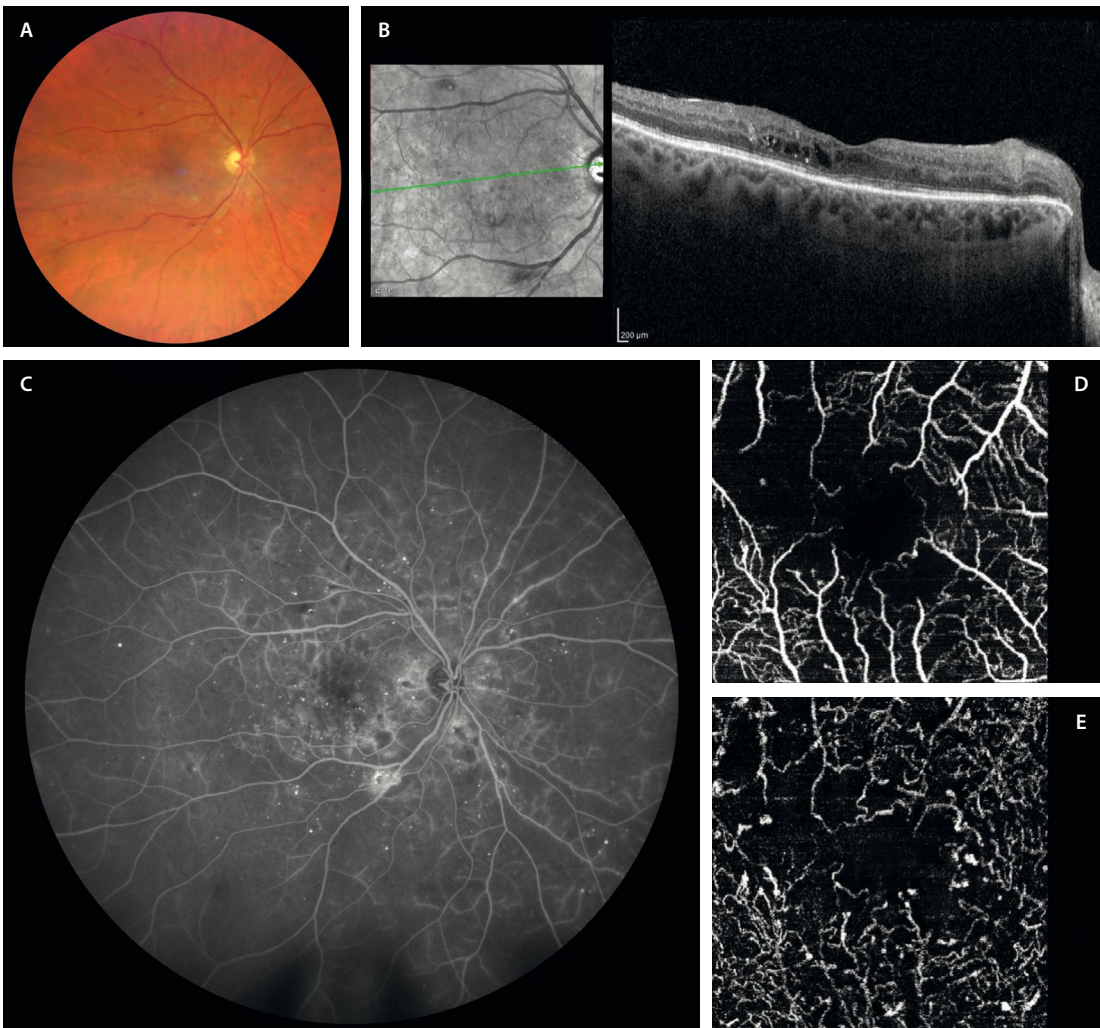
Diferencias en la evaluación de la isquemia entre la angiografía con fluoresceína y la angiografía por tomografía de coherencia óptica. A) Retinografía que muestra la presencia de microaneurismas, así como alguna microhemorragia. B) En la tomografía de coherencia óptica se observa un discreto edema de capas medias adyacente a un microaneurisma, existiendo un cierto adelgazamiento retiniano y atenuación de las capas externas. C) La angiografía con fluoresceína muestra múltiples áreas de fuga vascular que afectan al polo posterior (dificultando la valoración de la zona avascular foveal) y a la periferia (donde sí se pueden ver áreas de isquemia). D) Imagen *en face* de la angiografía por tomografía de coherencia óptica del plexo capilar superficial, donde se aprecia una irregularidad de la zona avascular foveal y agrandamiento de esta, además de una disminución de la densidad capilar. E) Imagen *en face* de la angiografía por tomografía de coherencia óptica del plexo capilar profundo, donde se ve con mayor claridad esa irregularidad y agrandamiento de la zona avascular foveal, con mucha más definición que con la angiografía con fluoresceína; asimismo, se aprecian múltiples microaneurismas. Imagen cortesía de la Dra. Rosa Dolz Marco.
